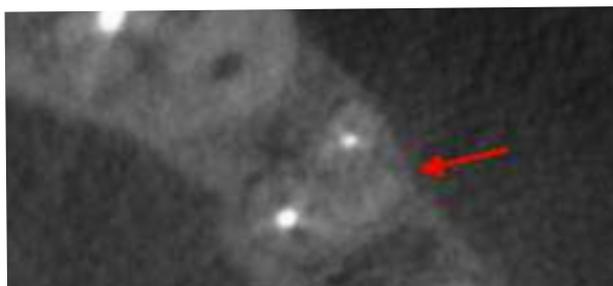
(b) : sur cette coupe axiale d'un CBCT réalisé en amont de la consultation, une troisième racine DV non traitée est visible (flèche rouge).
